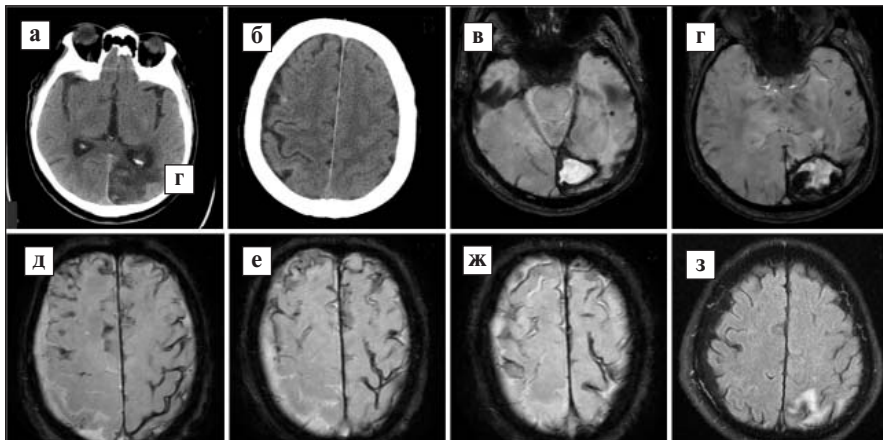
Пациент А., 80 лет, в сопровождении родственников обратился на прием с жалобами на снижение памяти; 2 мес назад перенес инсульт с формированием долевой внутримозговой гематомы в теменно-затылочной области слева. Проходил лечение в сосудистом отделении. В ходе обследования впервые выявлена постоянная форма ФП, но ввиду острого периода кровоизлияния антитромботическая терапия не проводилась. При компьютерной томографии головного мозга визуализированы кистозно-атрофические изменения теменной и затылочной долей слева (а), а также фокус конвексимального субарахноидального кровоизлияния в правой теменной доле (б). МРТ головного мозга (SWAN) позволила дополнительно определить строго долевые ЦМК (в, г) и диссеминированный КПС (д–ж), не сопровождающийся гиперинтенсивностью борозд на последовательности FLAIR (з). На основании модифицированных Бостонских критериев установлена вероятная церебральная амилоидная ангиопатия. Геморрагический фенотип заболевания с диссеминацией КПС и наличием долевой гематомы в анамнезе являются абсолютными противопоказаниями для назначения ОАК, поэтому в качестве меры профилактики тромбоэмболических событий рекомендована окклюзия ушка левого предсердия (ОУЛП)
